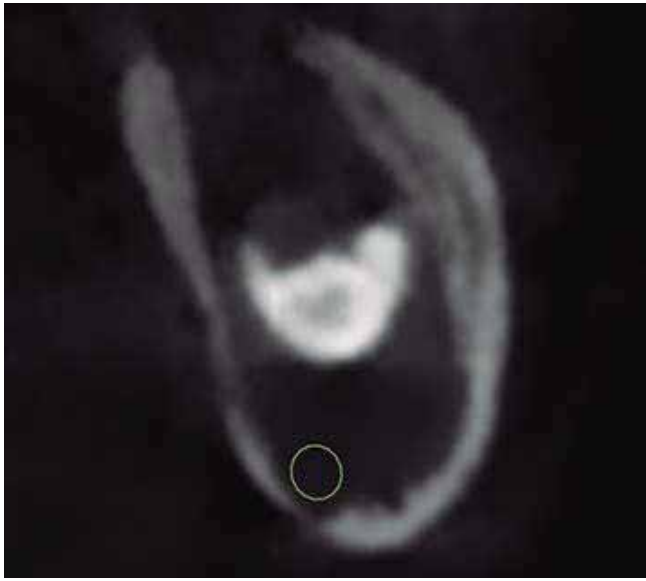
Corte coronal de la tomografía de cono a través de la zona distal de la cavidad quística. La radio-opacidad corresponde a la cúspide del molar que está inclinado hacia distal; el quiste había expandido al hueso cortical y había desplazado el canal mandibular (indicado por un círculo).
